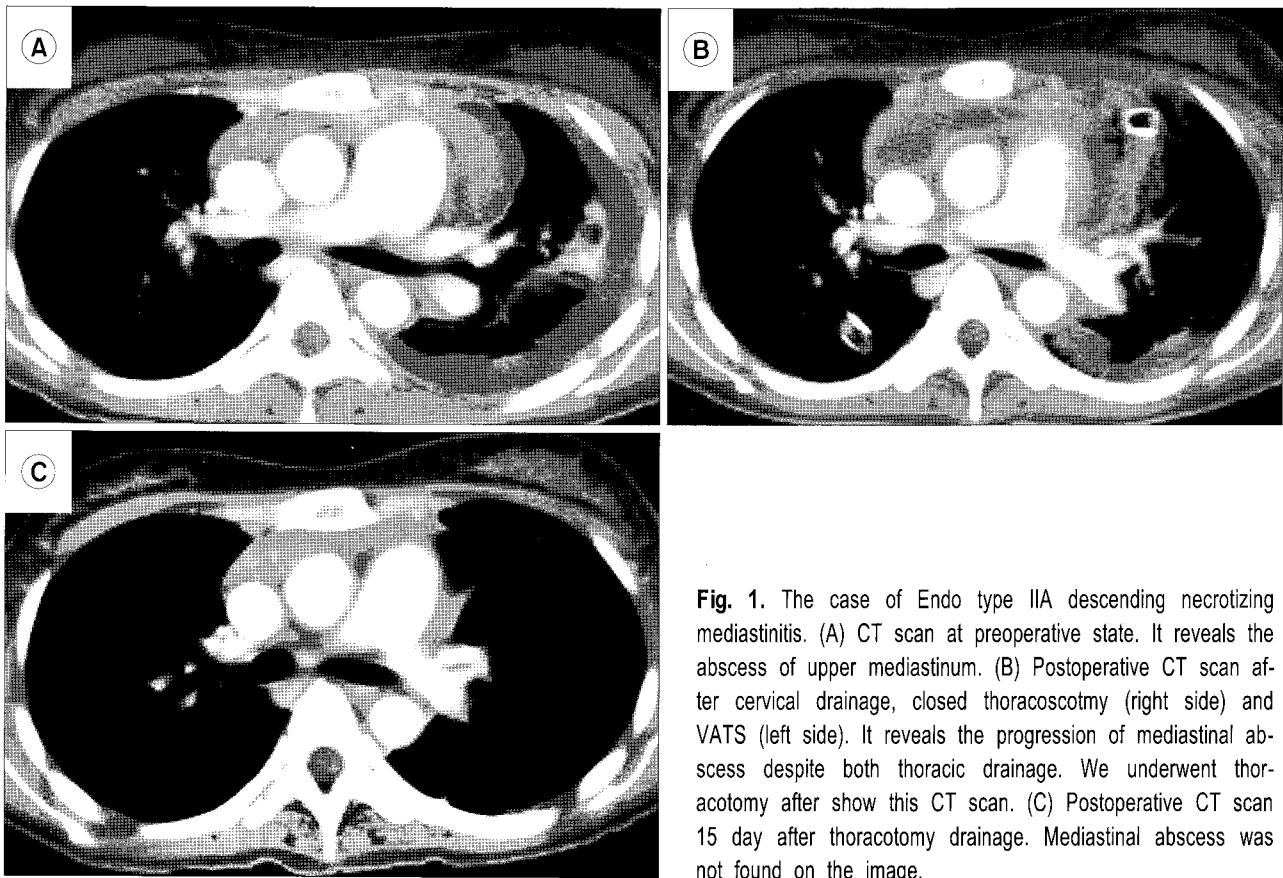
The case of Endo type IIA descending necrotizing mediastinitis. (A) CT scan at preoperative state. It reveals the abscess of upper mediastinum. (B) Postoperative CT scan after cervical drainage, closed thoracostomy (right side) and VATS (left side). It reveals the progression of mediastinal abscess despite both thoracic drainage. We underwent thoracotomy after show this CT scan. (C) Postoperative CT scan 15 day after thoracotomy drainage. Mediastinal abscess was not found on the image.
